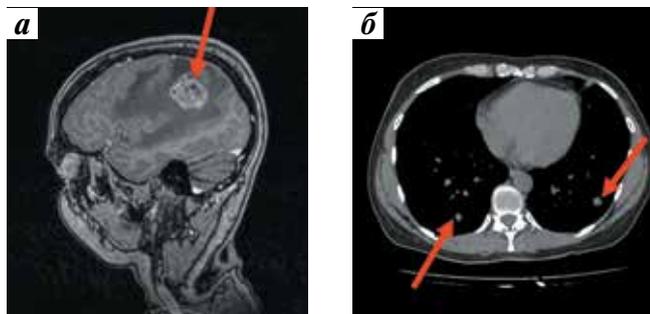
Магнитно-резонансная томография головного мозга до лечения (а): метастаз рака почки в головном мозге (стрелка); компьютерная томография легких до лечения (б): метастазы рака почки в легких (стрелки)
